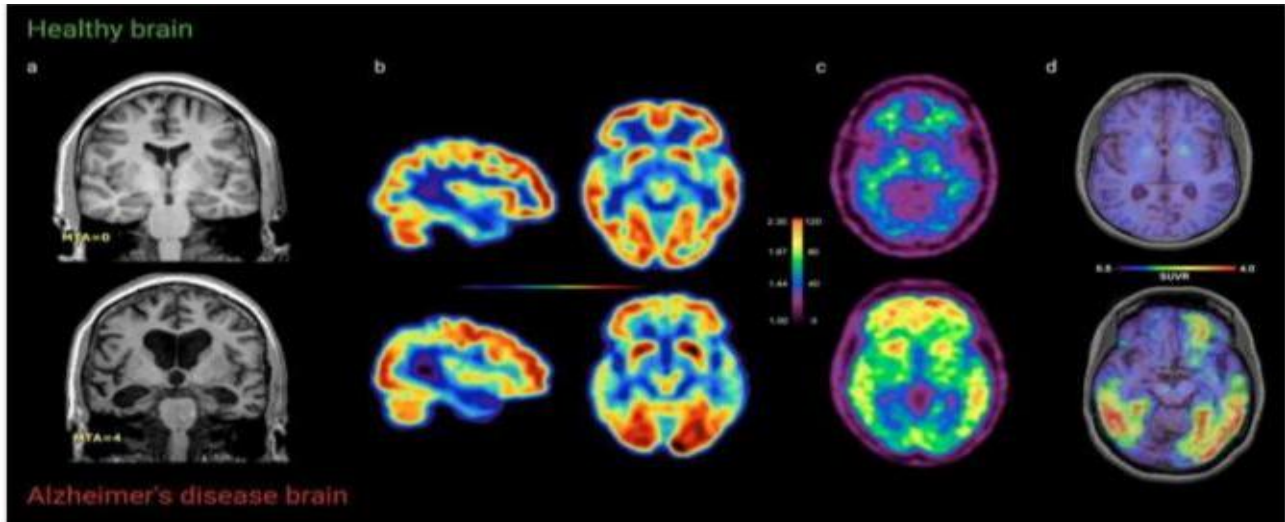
Imageries cérébrales comparative entre un patient sain et un patient atteint de maladie d'Alzheimer. Le diagnostic de la MA repose sur différentes techniques d'imagerie telles que (a) l'IRM structurale, (b) la TEP-FDG, (c) la TEP-amyloïde, et (d) la TEP-Tau (Van Oostveen WM.,2021).
